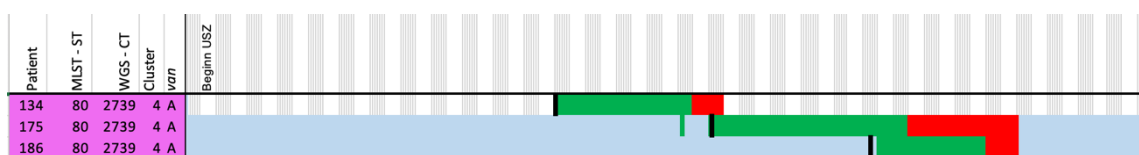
Ausschnitt der Linelist der Station 92 mit Nachweis des VRE ST80 / CT2739 (n = 3). Die VRE-Proben der diesem Cluster zugehörigen Patienten waren genetisch anhand des WGS nicht unterscheidbar. In allen drei Fällen handelte es sich um den Erstnachweis nach negativem Screening. Zwei Transmissionen ließen sich somit belegen (blau eingefärbt). Negative Screeningergebnisse sind schwarz umrandet.
